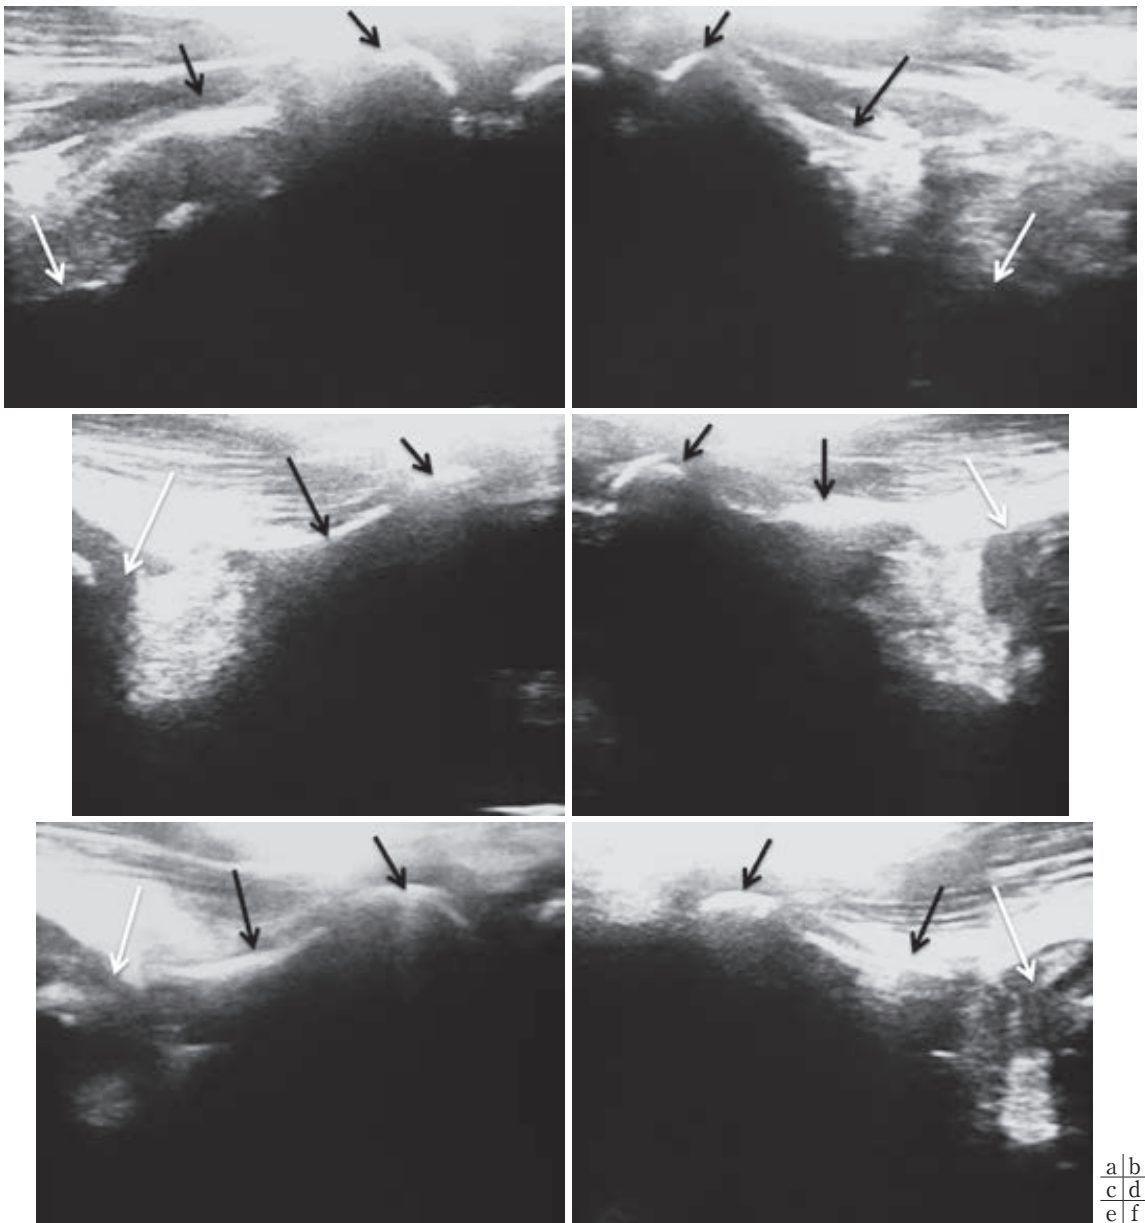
症例3. 超音波水平断像(黒矢印：恥骨，白矢印：骨頭)
